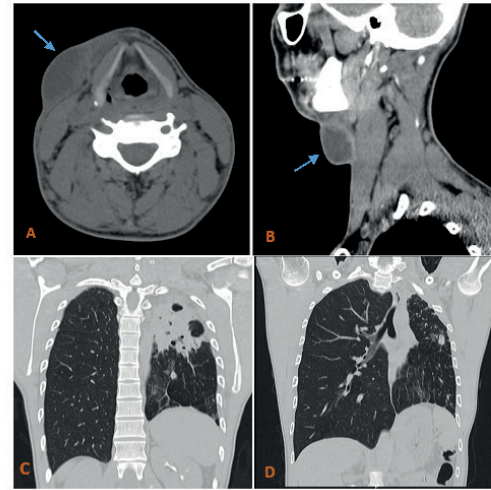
Corte axial (A) y sagital (B) de tomografía de cuello que evidencia colección hipodensa ovalada de aspecto fusiforme de contornos bien definidos, la cual mide 49.4 x 26.1 x 22 mm. Cortes coronales de tomografía de tórax donde se observa pérdida de volumen a nivel del pulmón izquierdo con múltiples tractos fibrosos, bronquiectasias de tracción y cavitaciones de paredes gruesas (C), además, existen opacidades centrilobulares que tienden a adoptar un patrón de árbol en gemación parcheadas en el lóbulo inferior izquierdo principalmente (D). Fuente: Autor.
